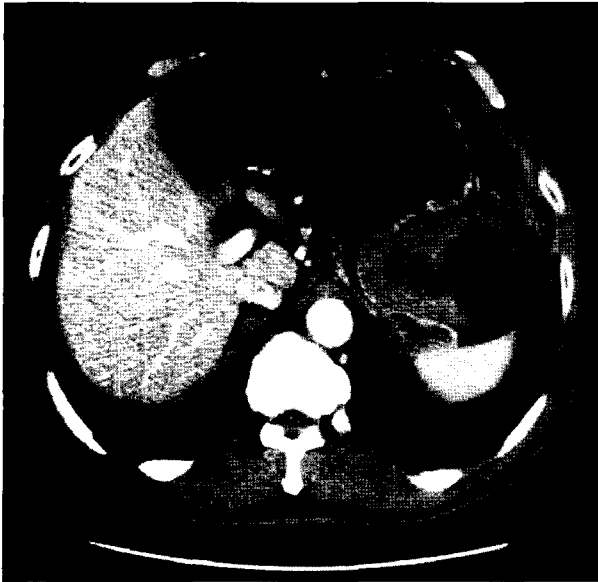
Computed tomography of abdomen shows 8.5 cm-sized heterogeneously enhanced mass lesion at high body, most likely gastrointestinal stromal tumor.
